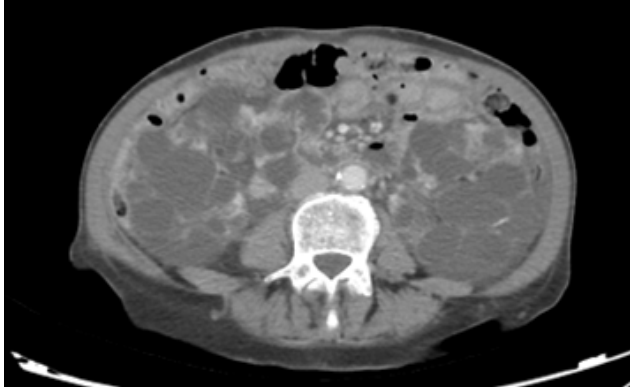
TC abdominopélvica con contraste realizado en enero de 2024. Quistes renales múltiples en plano transversal
